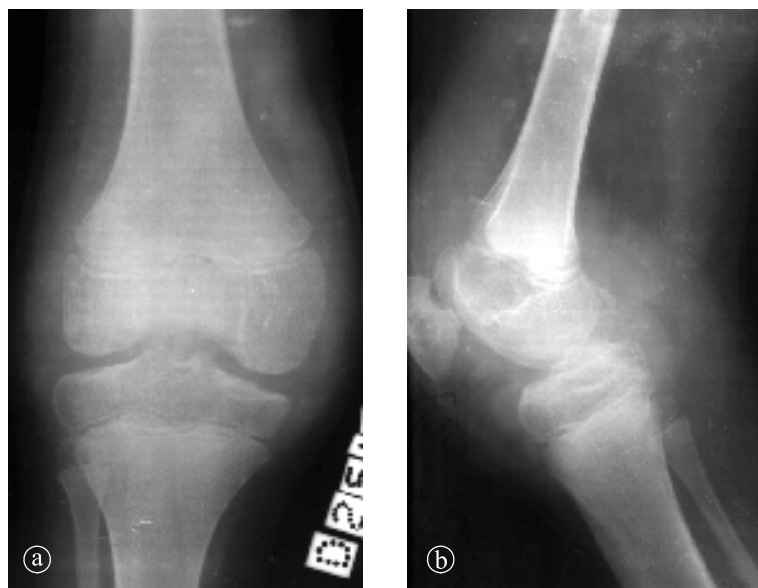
3. Hemofilie. Radiografie genunchi a) AP, b) LL
